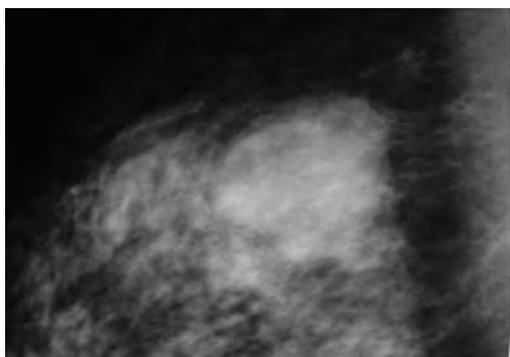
En algunas ocasiones la lesión descrita en la mastografía y Ultrasonido puede confundirse con un fibroadenoma, sobretodo en pacientes jóvenes.
